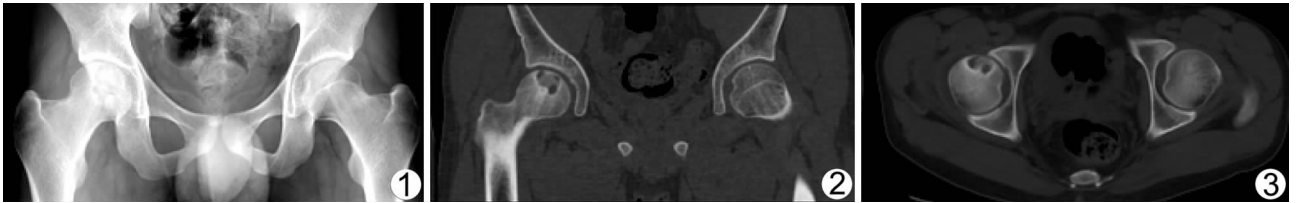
X 线平片 右股骨头骨性关节面下透亮区, 边缘硬化 图 2、3 CT 冠状位重建 图 2 为病变与关节腔相通, 图 3 为病变呈偏心性生长
